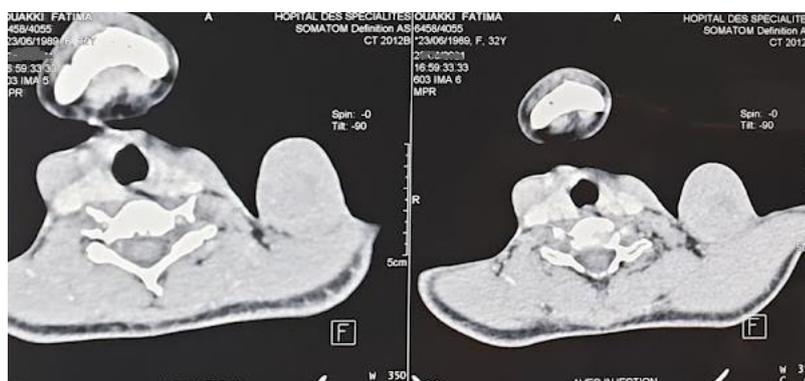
TDM cervico-thoracique a montré la présence d'une masse tissulaire au niveau de la région sus claviculaire sans infiltration du muscle sous-jacent.
